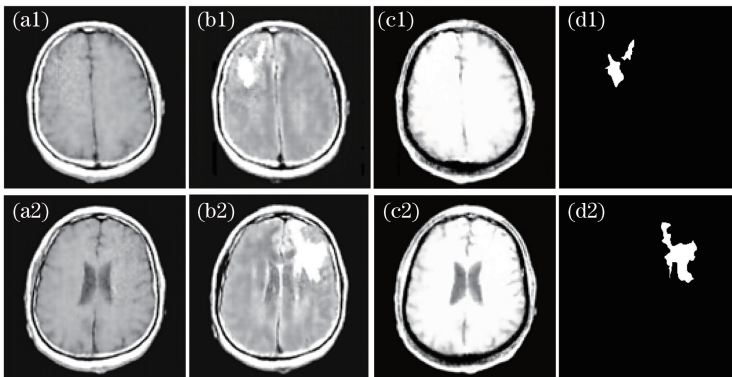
CGAN 生成的 LGG 图像。(a)前对比;(b) FLAIR;(c)后对比;(d)分割掩膜
